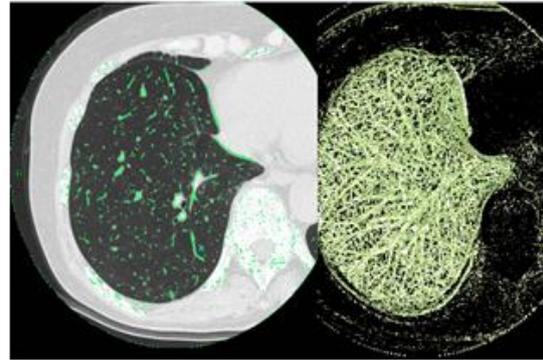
Line Filter法により血管を抽出した正常者例 (左図:胸部CT水平断像、右図:抽出された血管成分)
